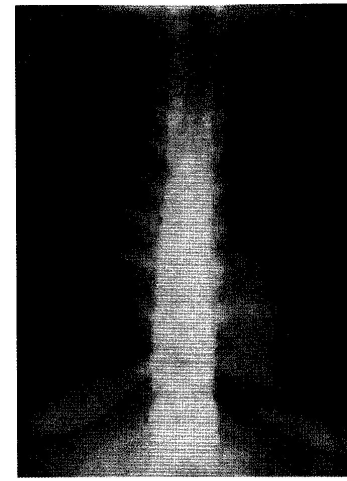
Chest plain film showed marked widening of the mediastinum
